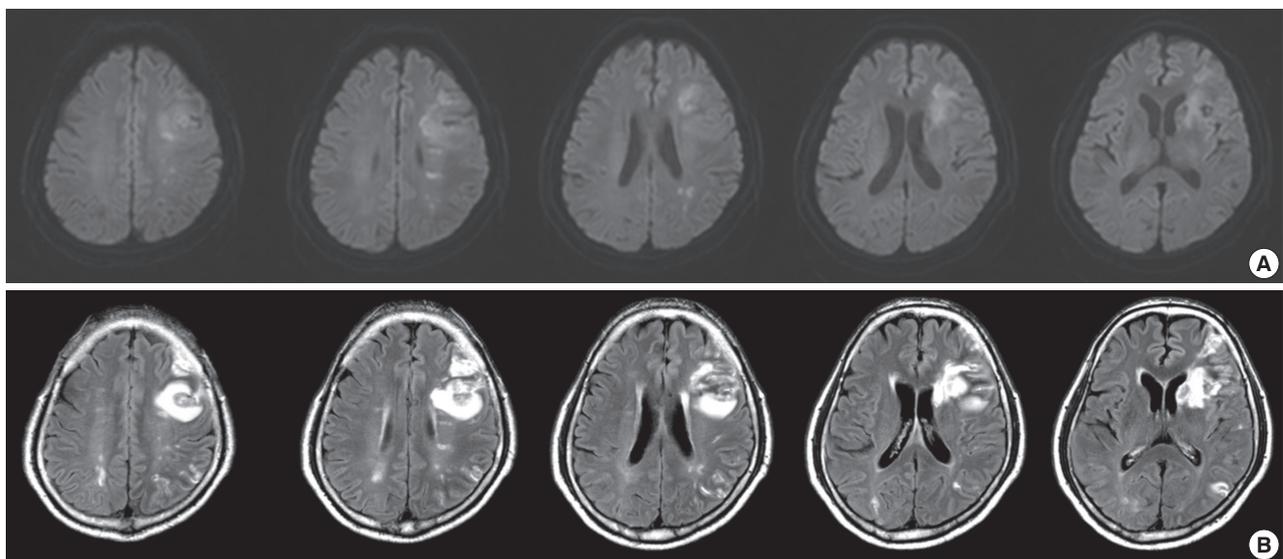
Brain MRI of a 51 years old male. Brain MRI showed hemorrhagic transformation after acute left MCA infarction involved in left middle frontal gyrus, inferior frontal gyrus and basal ganglia. (A) Diffuse weighted image. (B) T2 FLAIR.
